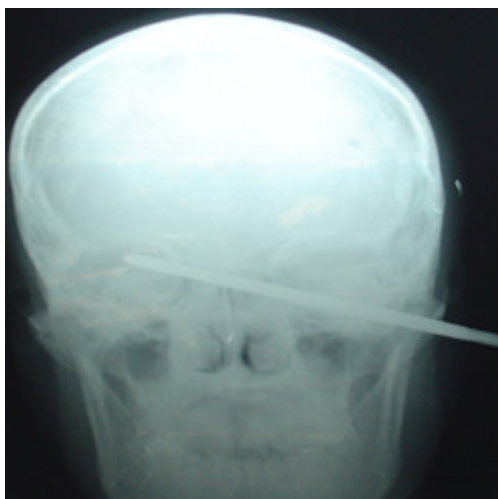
Radiografía simple de cráneo. Vista antero-posterior.
